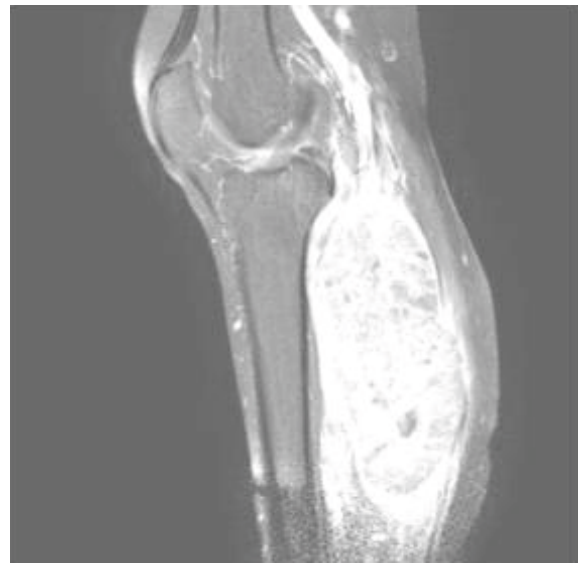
MRI of the recurrent lesion
